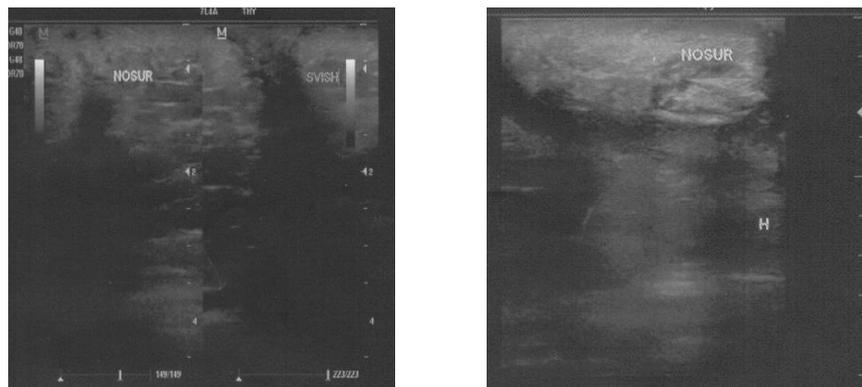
УЗИ картина на 3, 7-сутки после операции.
